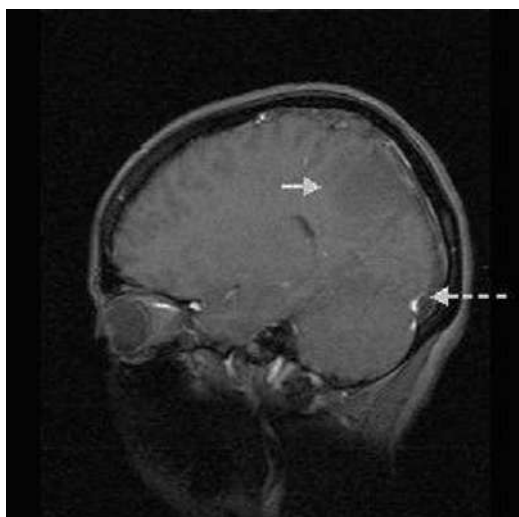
Angiorresonancia magnética, corte parasagital. Imagen de infarto cerebral (flecha continua). Detención en la circulación del contraste en el seno longitudinal superior (flecha discontinua).
